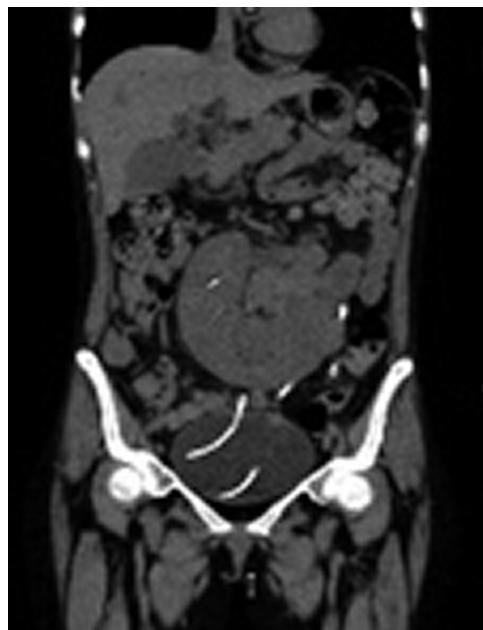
Tomografía de abdomen, corte coronal. Riñón implantado intraabdominal, doble catéter J intravesical.
